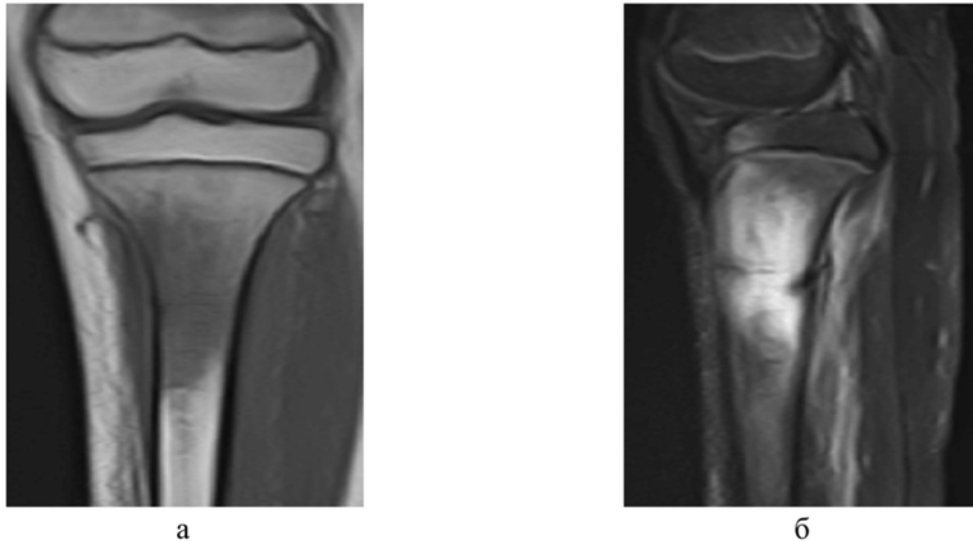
МР-томограммы пациента 11 лет с ОГО: а – T1-ВИ, COR, трабекулярный отек проксимального метафиза правой большеберцовой кости, гипоинтенсивный сигнал; б – STIR, SAG, зона отека в проксимальном МЭ правой большеберцовой кости, гиперинтенсивный сигнал
